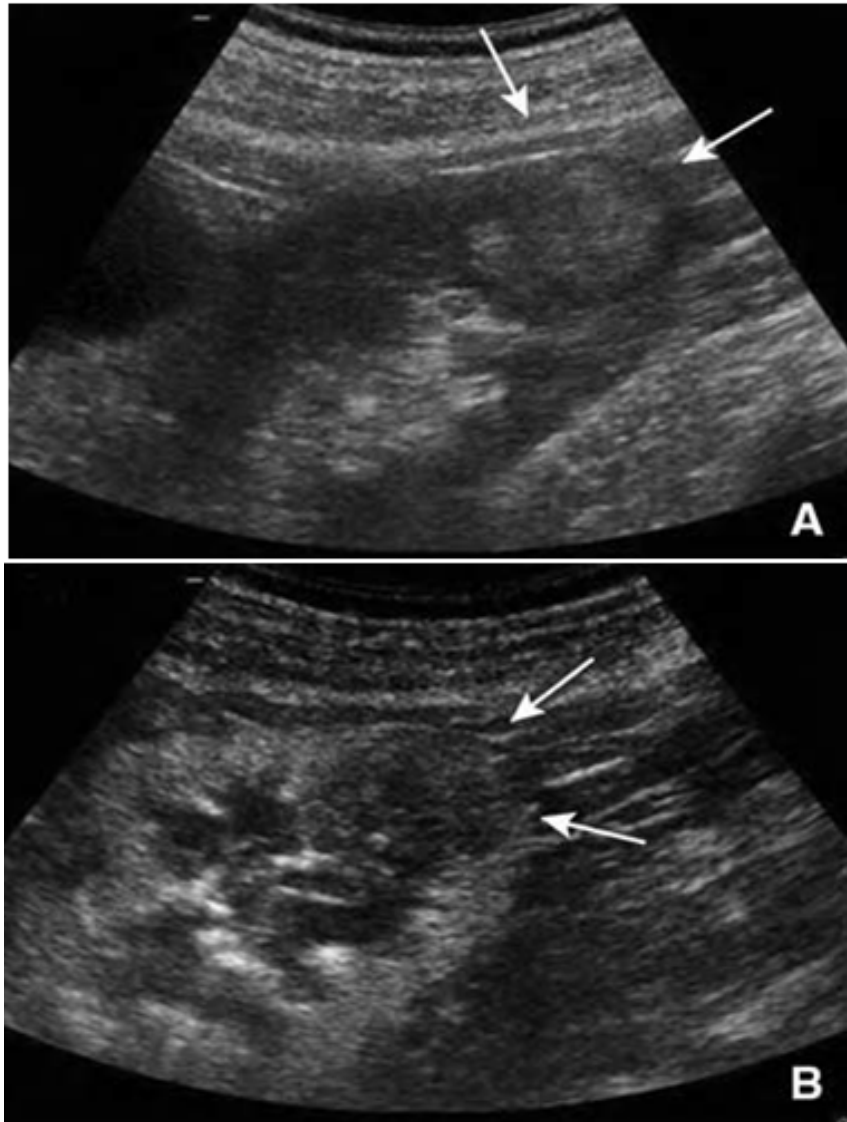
Échographie rénale.
